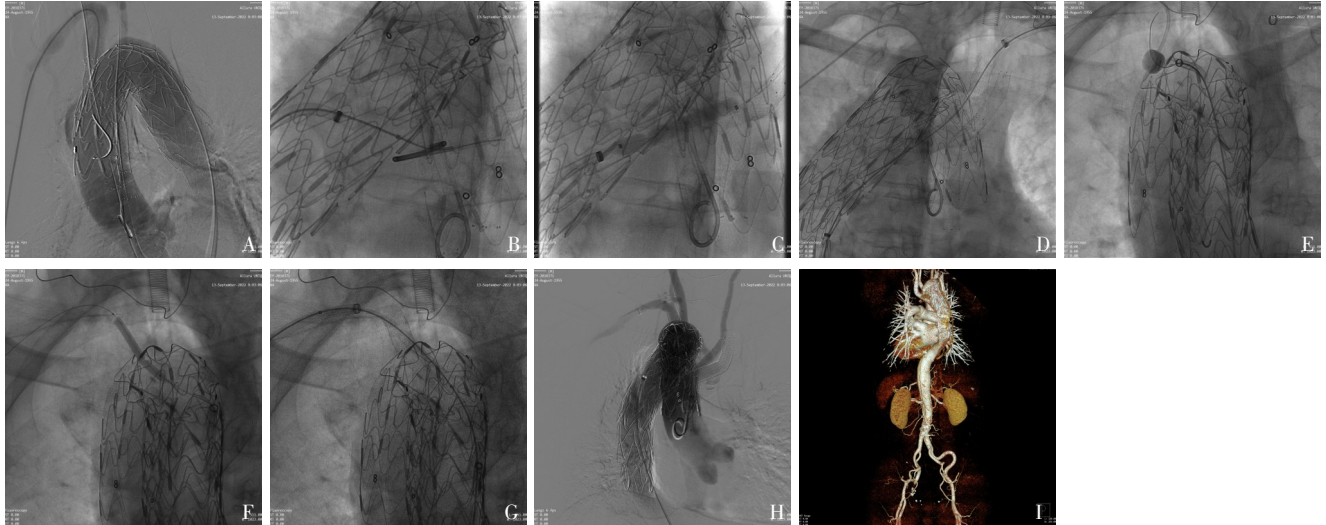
患者 2 影像资料 A: 双侧颈总动脉烟囱支架释放后; B: 猪尾导管引导下左侧锁骨下动脉穿刺; C: 左锁骨下动脉球囊扩张; D: 左锁骨下动脉支架置入; E: 5.5 F Forgyt 球囊引导下右侧锁骨下动脉穿刺; F: 右锁骨下动脉球囊扩张; G: 右锁骨下动脉支架置入; H: 术后造影; I: 术后复查 CTA
